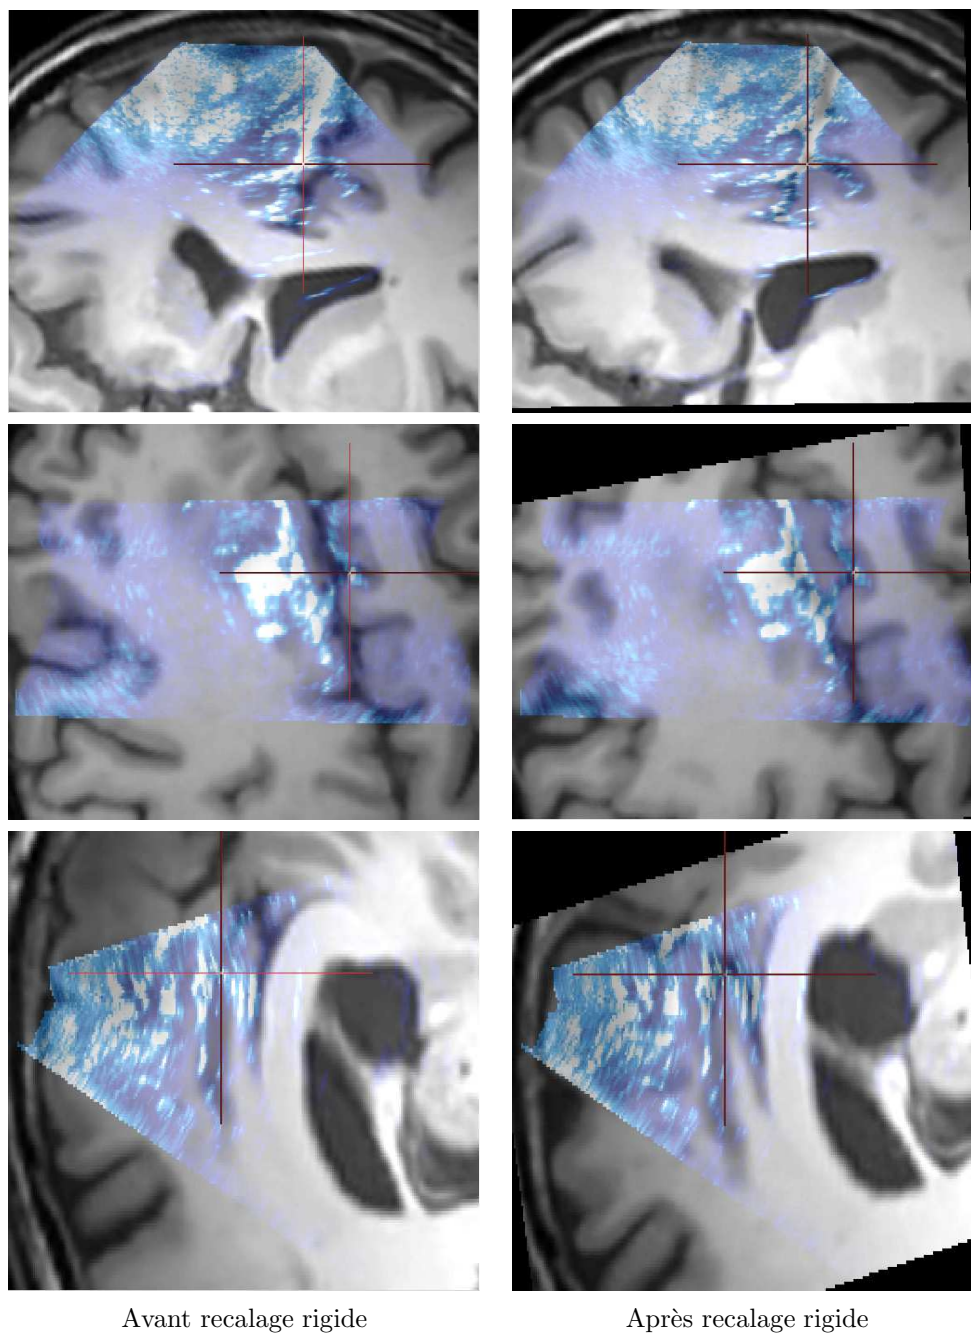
A gauche : la fusion de l'image  $USi_1$  (en bleu) et du sous volume  $IRM_{USi_1}$  réalisée à l'aide du recalage donné par le système de neuronavigation. A droite : la fusion de  $USi_1/IRM_{USi_1}$  après recalage rigide.
